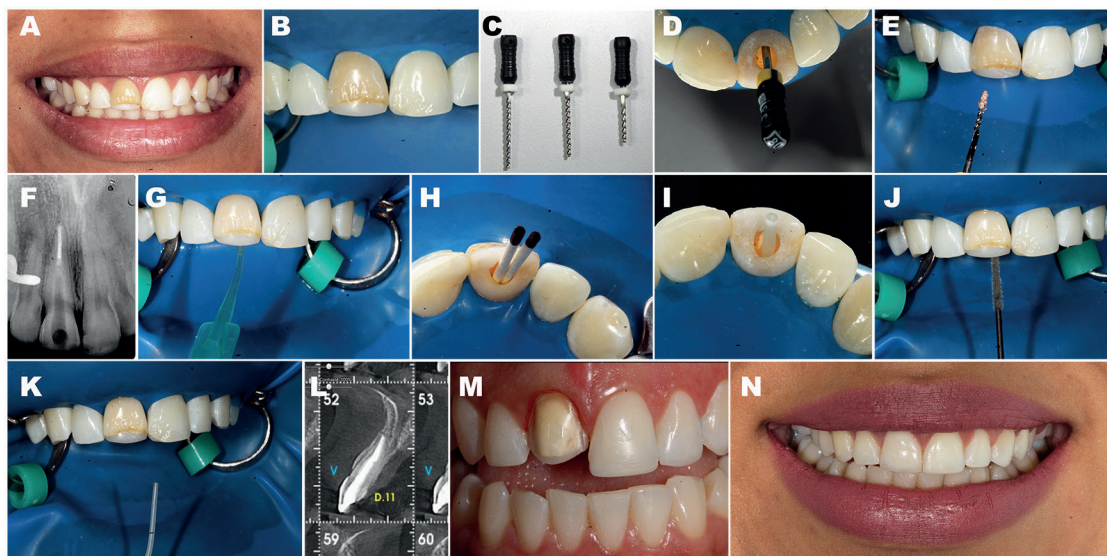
Blindagem coronorradicular de um incisivo central superior direito, após retratamento, para aumento da resistência radicular com finalidade protética: laminado cerâmico. (A) Antes do tratamento. (B) Isolamento absoluto. (C) Limas tipo K cortadas. (D-E) Remoção do material obturador pela técnica da lima cortada acorde Machado. (F) Radiografia após remoção do material obturador com a lima tipo K cortada acorde Machado. (G) Irrigação final do conduto com pontas finas e água destilada. (H) Secagem com cones de papel. (I) Seleção do pino de fibra de vidro. (J) Aplicação do adesivo autocondicionante com microbrush longo. (K) Aplicação do cimento resinoso. (L) Tomografia computadorizada de feixe cônico do pino cimentado. (M) Preparo protético para laminado cerâmico. (N) Restauração final – laminado cerâmico com dissilicato de lítio.
